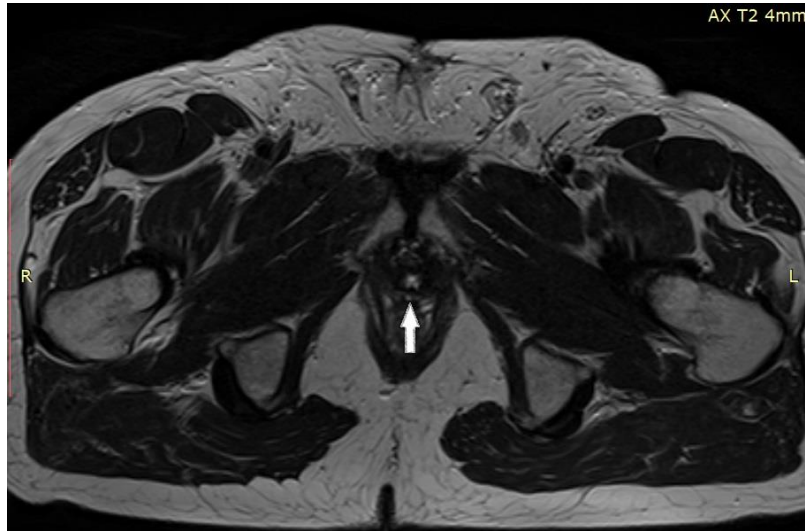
МР томограмма органов малого таза. T2 взвешенное изображение без в/в усиления.
